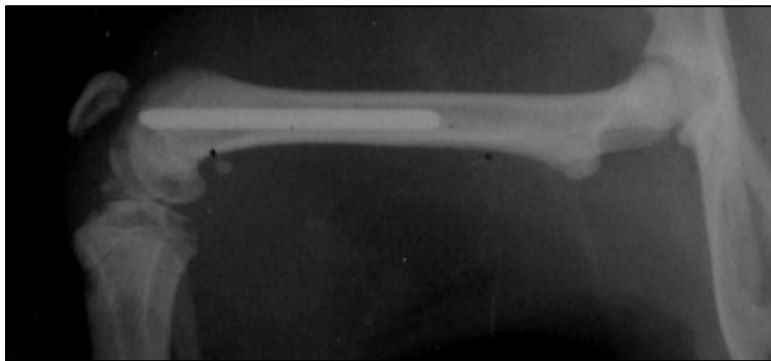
Radiografía de fémur con aguja de titanio sin signos de osteomielitis.
